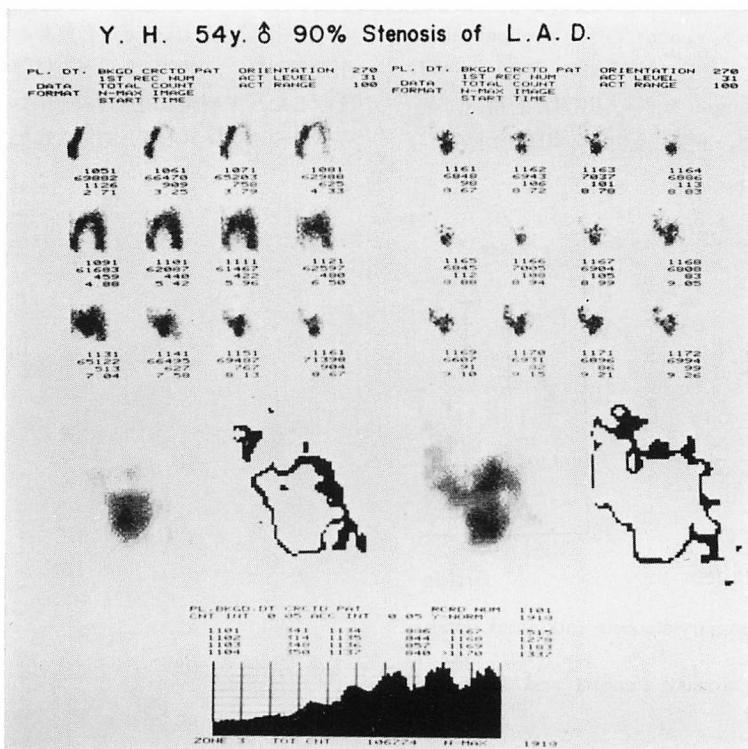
Demonstration of serial cardiac scintigrams and dynamic curves of the left ventricle by first pass method.
